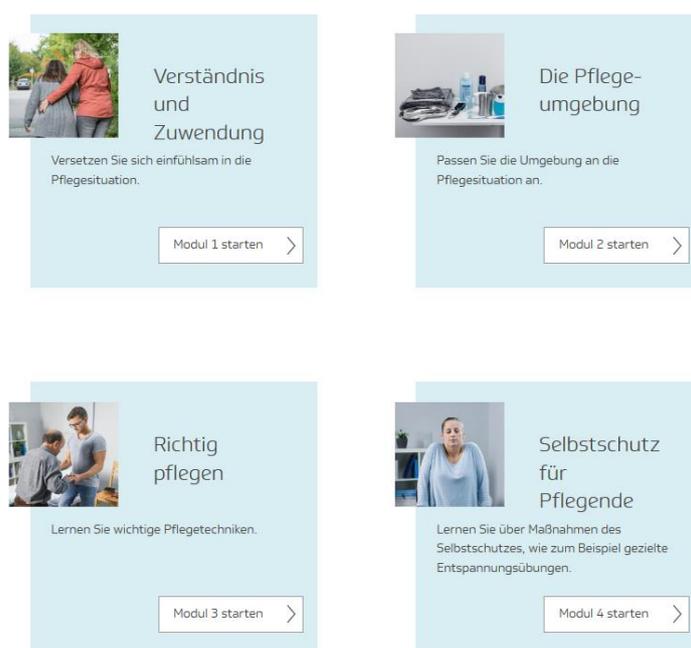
Übersicht des TK Pflegecoachs (entnommen aus Techniker Krankenkasse, 2020).
